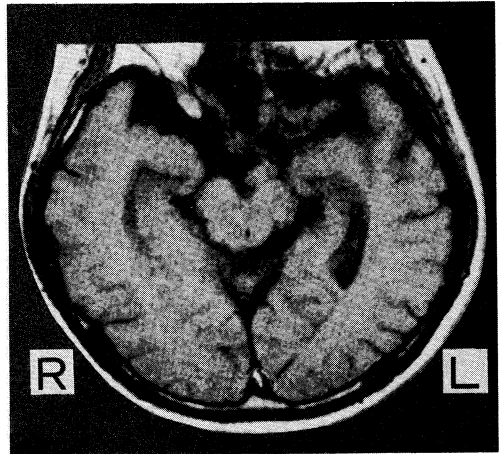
入院 10 週後頭部単純 MRI T1 強調画像
